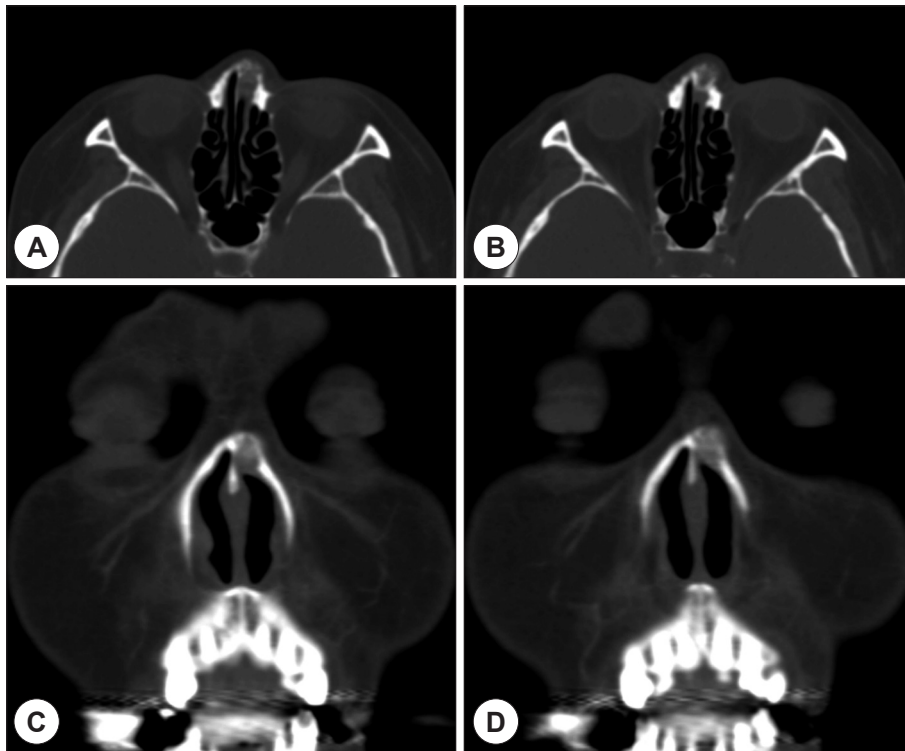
Radiologic images of preoperative computed tomography (CT) scan. (A, B) Axial CT scans show the radiolucent bone lesion on left nasal bone. The image shows characteristic finding, "Volcano eruption" appearance (B). (C, D) Enhanced coronal views show partial enhancement lesion in the tumor.
